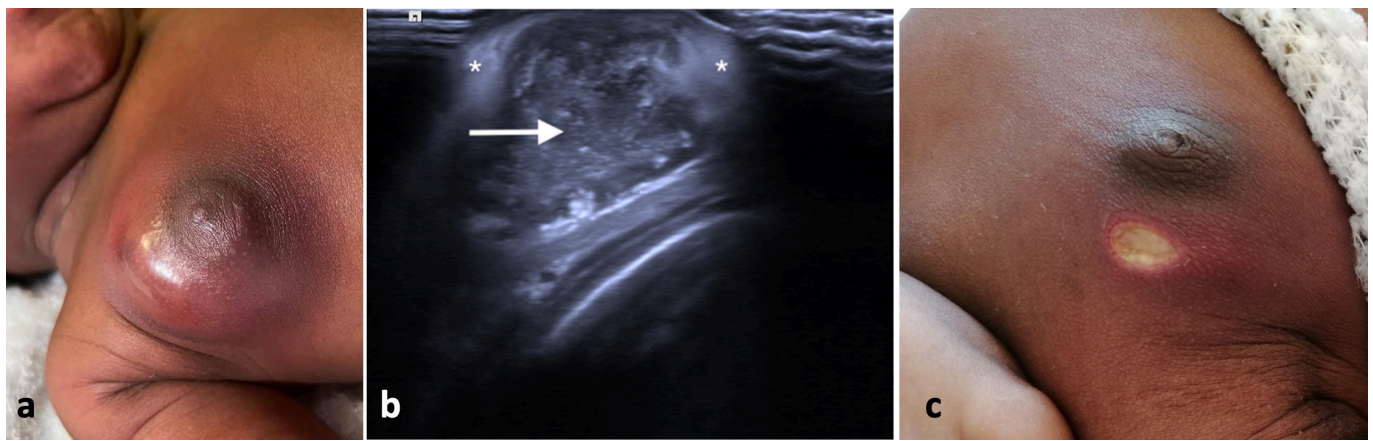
Mastite prima (a) e dopo (c) la fistolizzazione spontanea. Ecografia (b): raccolta con profilo irregolare a contenuto disomogeneo (freccia). Incremento dell'ecogenicità dei tessuti circostanti da reazione infiammatoria (asterischi).
